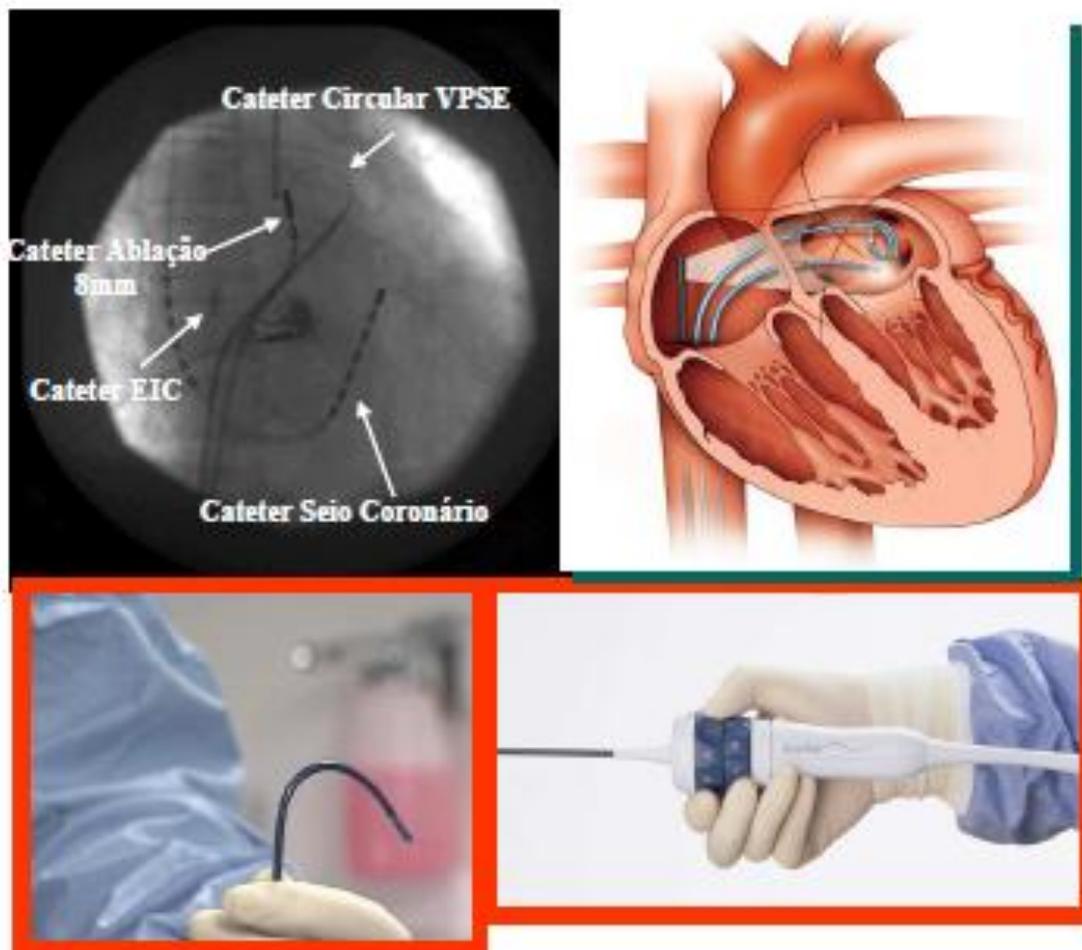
Posicionamento de sonda do ecocardiograma Intracardíaco(EIC) no átrio direito através de fluoroscopia (à esquerda). Visualização esquemática (à direita). Manipulação de sonda EIC (abaixo)
